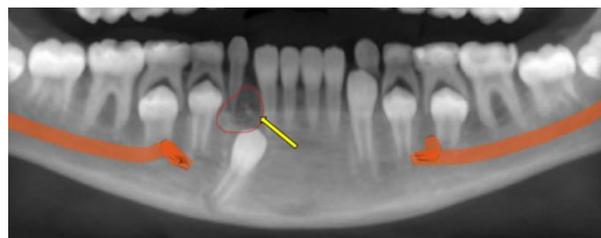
Tomografia computadorizada, reconstruída em formato de panorâmica, demonstrando a área da lesão (círculo vermelho) e as calcificações internas (seta amarela).
